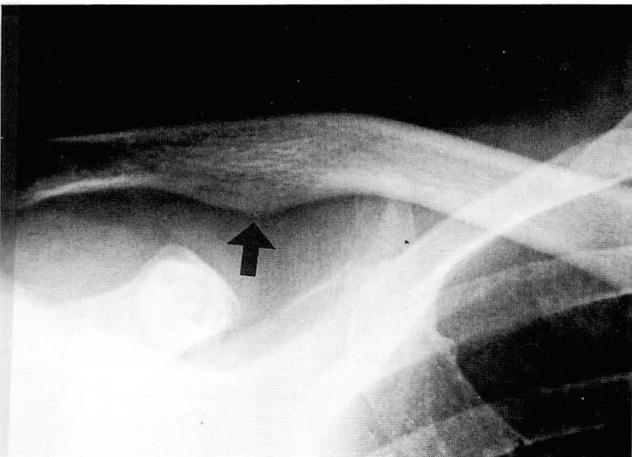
Chest radiograph shows the elevated conoid tubercle (arrow).
